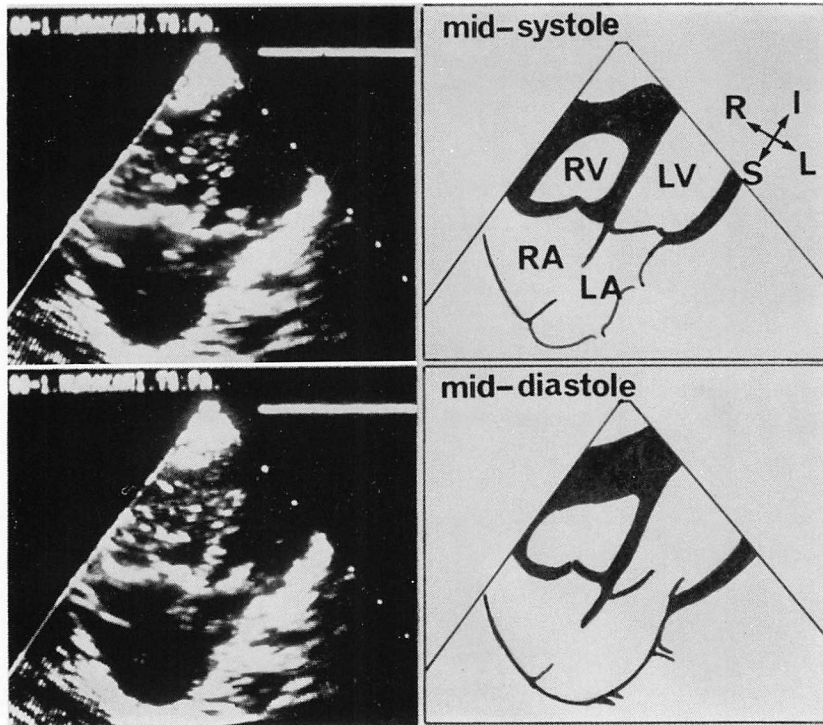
Two-dimensional echocardiography in Case 3.
